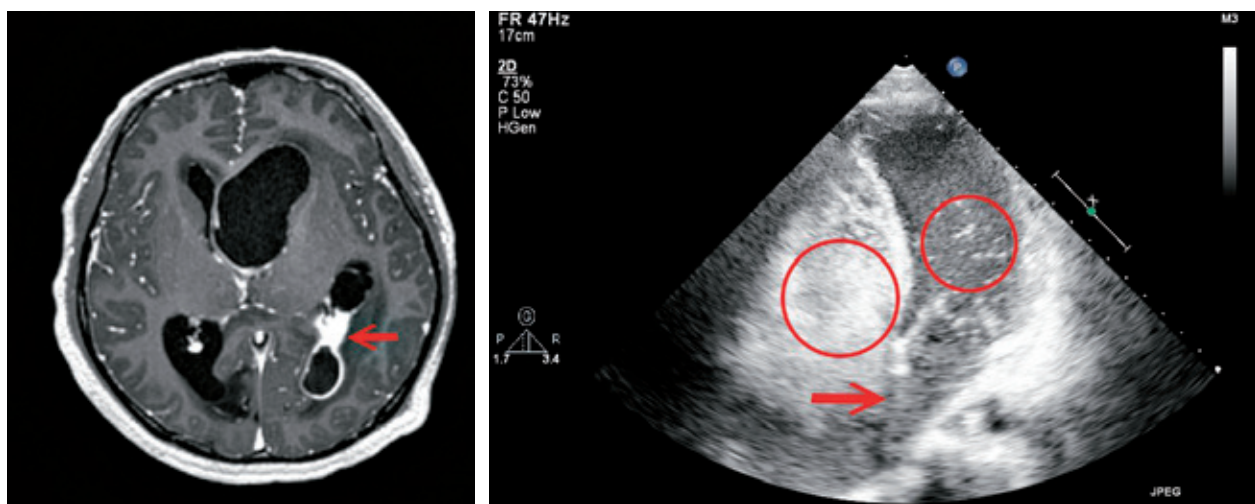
（左圖）：MRI顯影個案左腦腦膿瘍位置（白色範圍），水腫會造成對側運動功能受損，由於左腦主管語言，口說理解能力亦會受影響。
